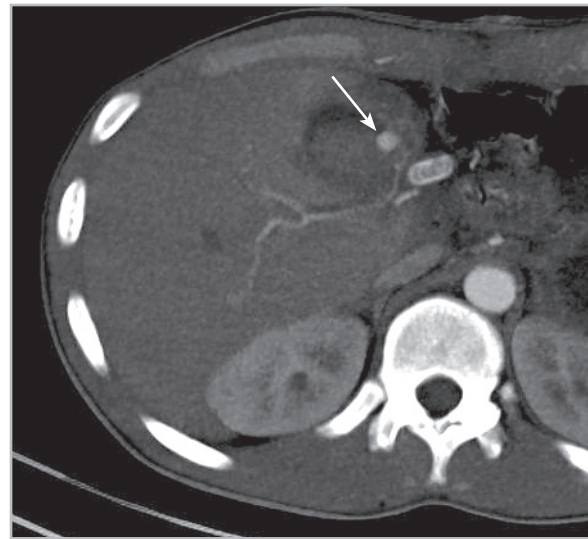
МСКТ-томограмма с контрастным усилением при огнестрельном ранении брюшной полости с повреждением печени. Определяется полость жидкостной плотности (билома) и экстравазальное поступление контрастированной крови (стрелка) в нее
